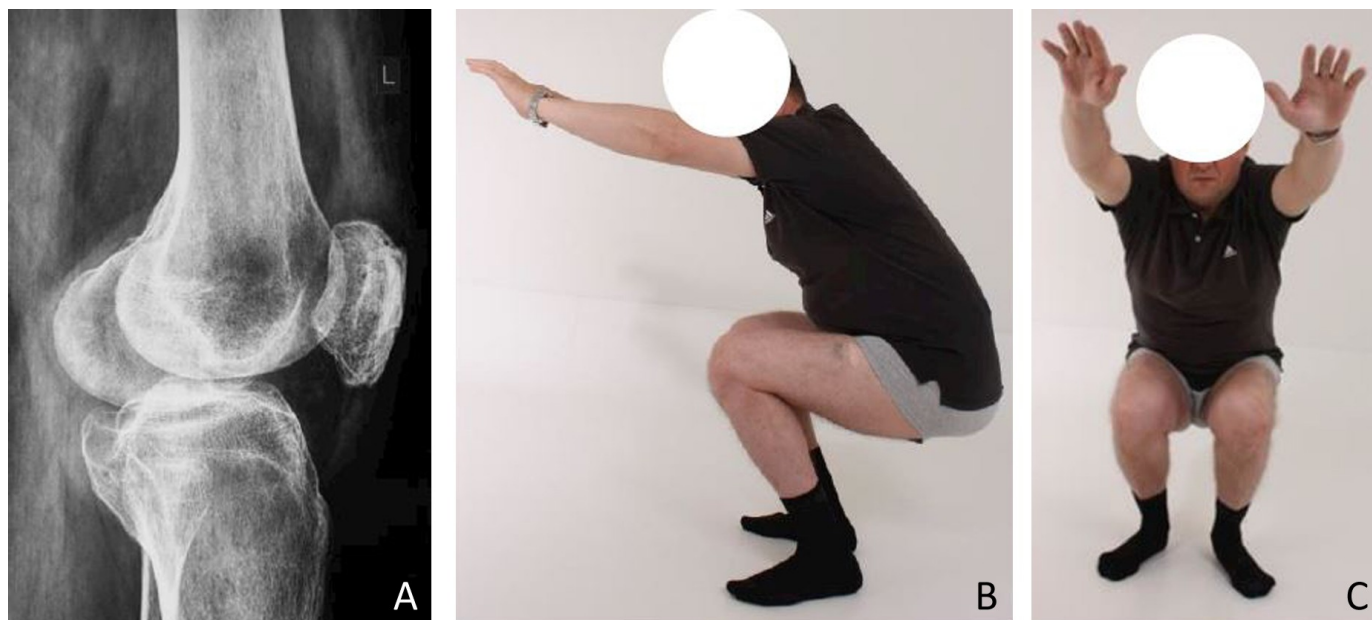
Рентгенограмма в боковой проекции (А) и фото (В, С) пациента через 2,5 года после оперативного вмешательства
